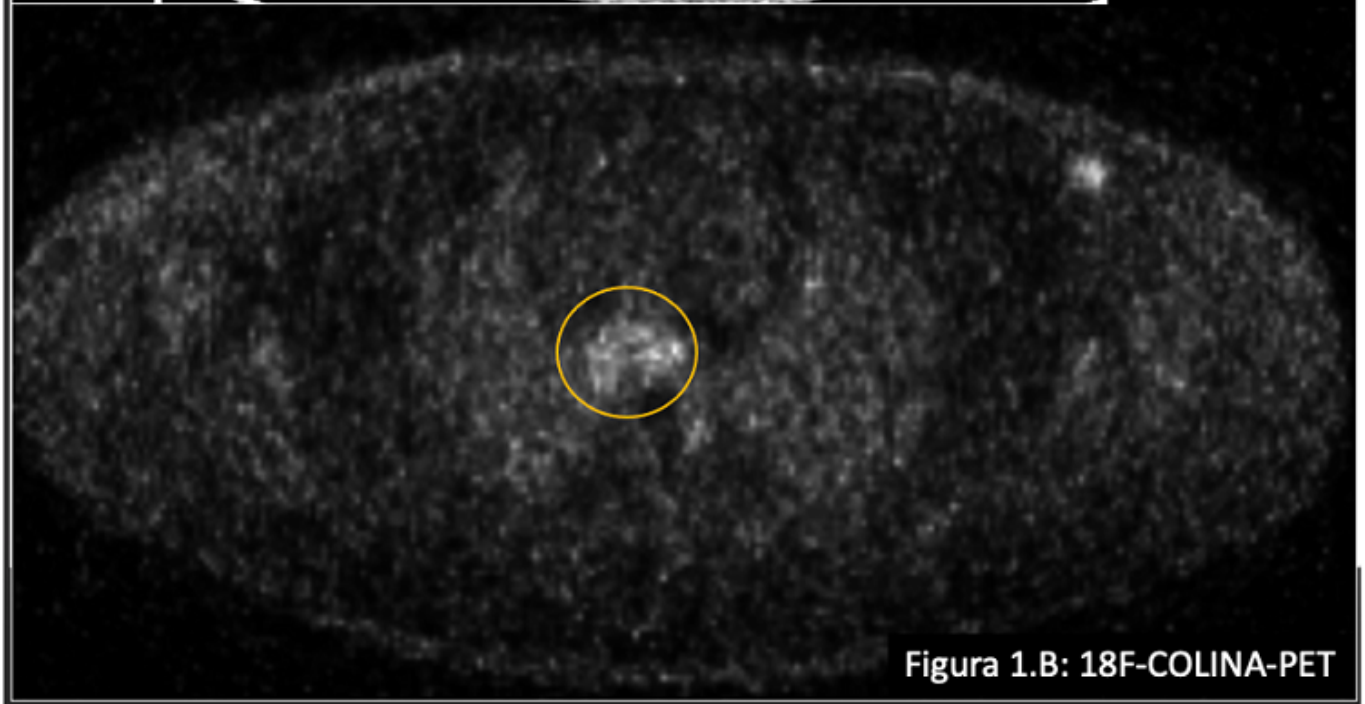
B: 18F-COLINA-PET
